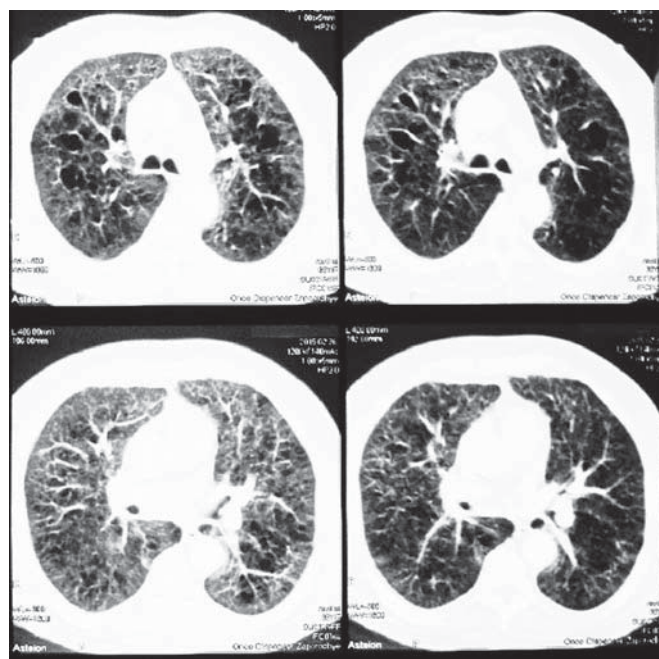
КТ ОГП хворого. Ознаки панлобулярної емфіземи та фіброзу.
